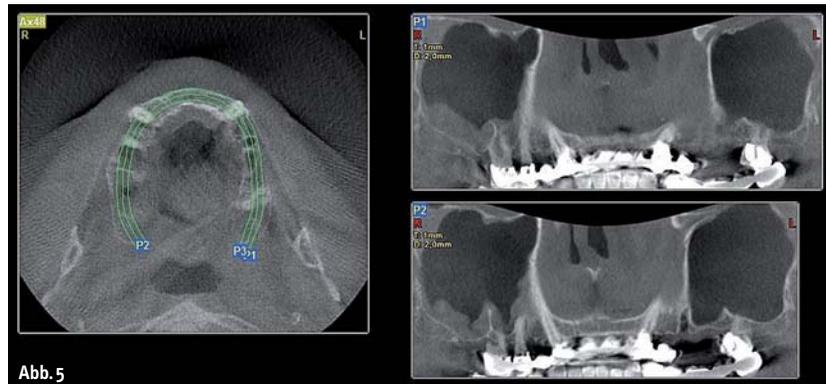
Die orthopantomographische Auswertung des DVTs zeigt analog zum konventionellen OPG eine massive Ausdehnung der Kieferhöhle sowie ein geringes Knochenangebot im distalen Bereich des Oberkiefers. – Abb. 6: Axiale Schnittauswertung durch den Alveolarkamm des Oberkiefers zur Festlegung der Implantatpositionen und -längen.
